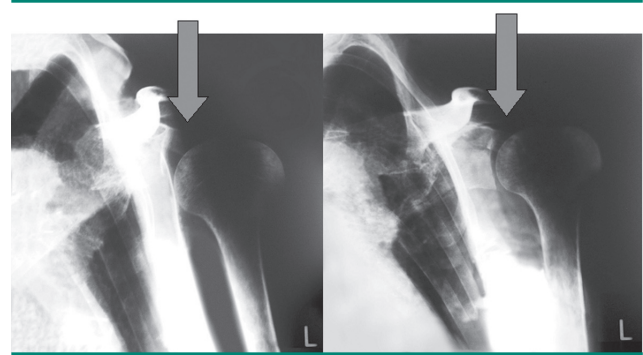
Röntgenaufnahmen einer subluxierten Schulter ohne Schulterorthese (links) und mit Schulterorthese (rechts). Bitte beachten Sie den großen Spalt zwischen Gelenkpfanne und Humeruskopf auf dem linken Bild und die verbesserte Position des Humeruskopfes mit der Schulterorthese (rechts).
